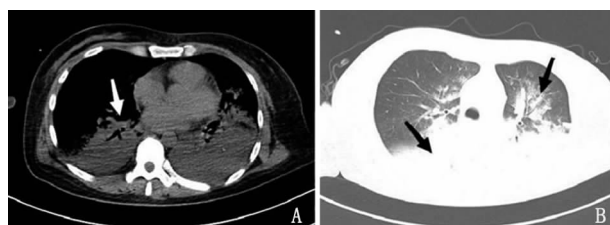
胸部 CT 表现(A:双肺散在高密度,肺水肿可能性大,如箭头所示;B:双侧胸腔积液,双肺下叶肺组织实变,如箭头所示)
